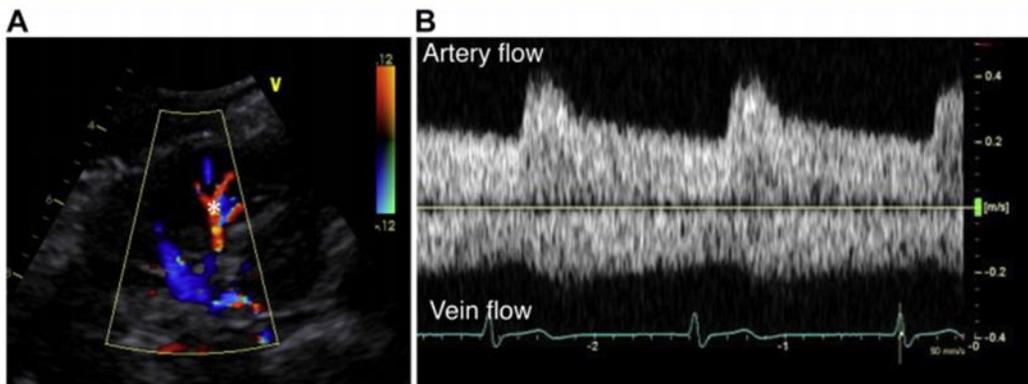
Doppler color, imágenes de un riñón derecho. (A) *Posición del volumen de la muestra Doppler en los vasos interlobares. Arteria intrarrenal (señales Doppler ascendentes) y vena (señales Doppler descendentes) en patrón monofásico. (B) patrón de flujo venoso continuo
